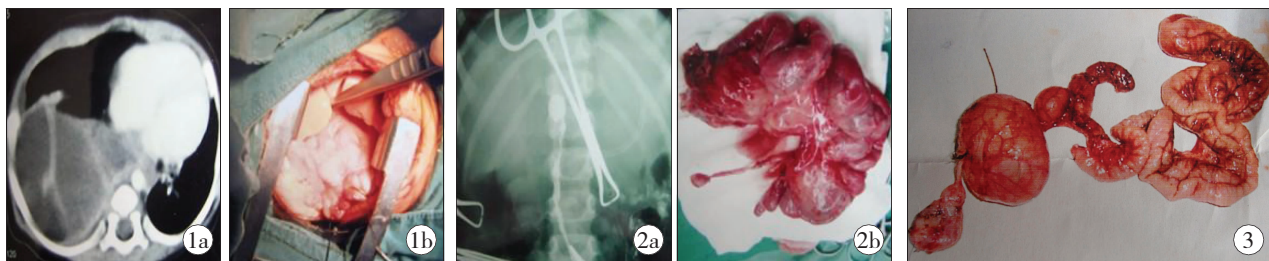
a,胸腔内巨大食管重复畸形 CT 表现; 图 2 a,术中造影显示重复组织近端;b,完全切除畸形消化道重复病变。
